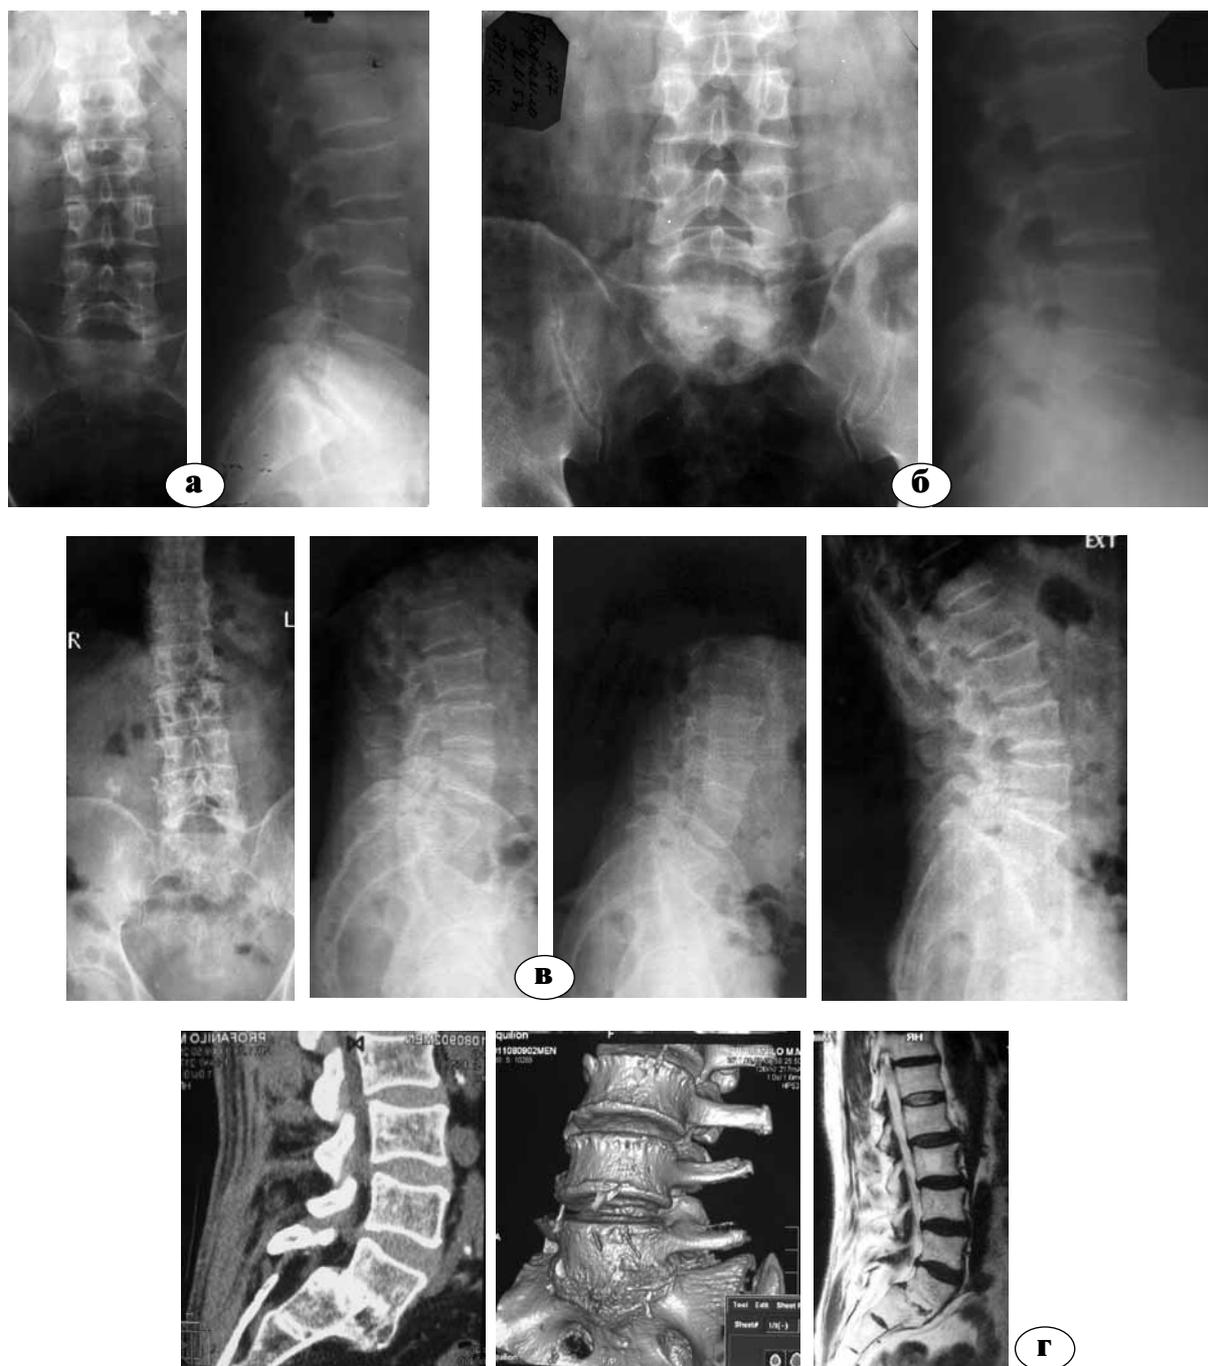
Данные лучевых методов исследования больного П.: а – спондилограммы больного П. до операции; б – через 14 месяцев после операции; в – спондилограммы, в том числе функциональные, больного П. через 25 лет после операции; г – данные КТ и МРТ больного П. через 25 лет после операции
